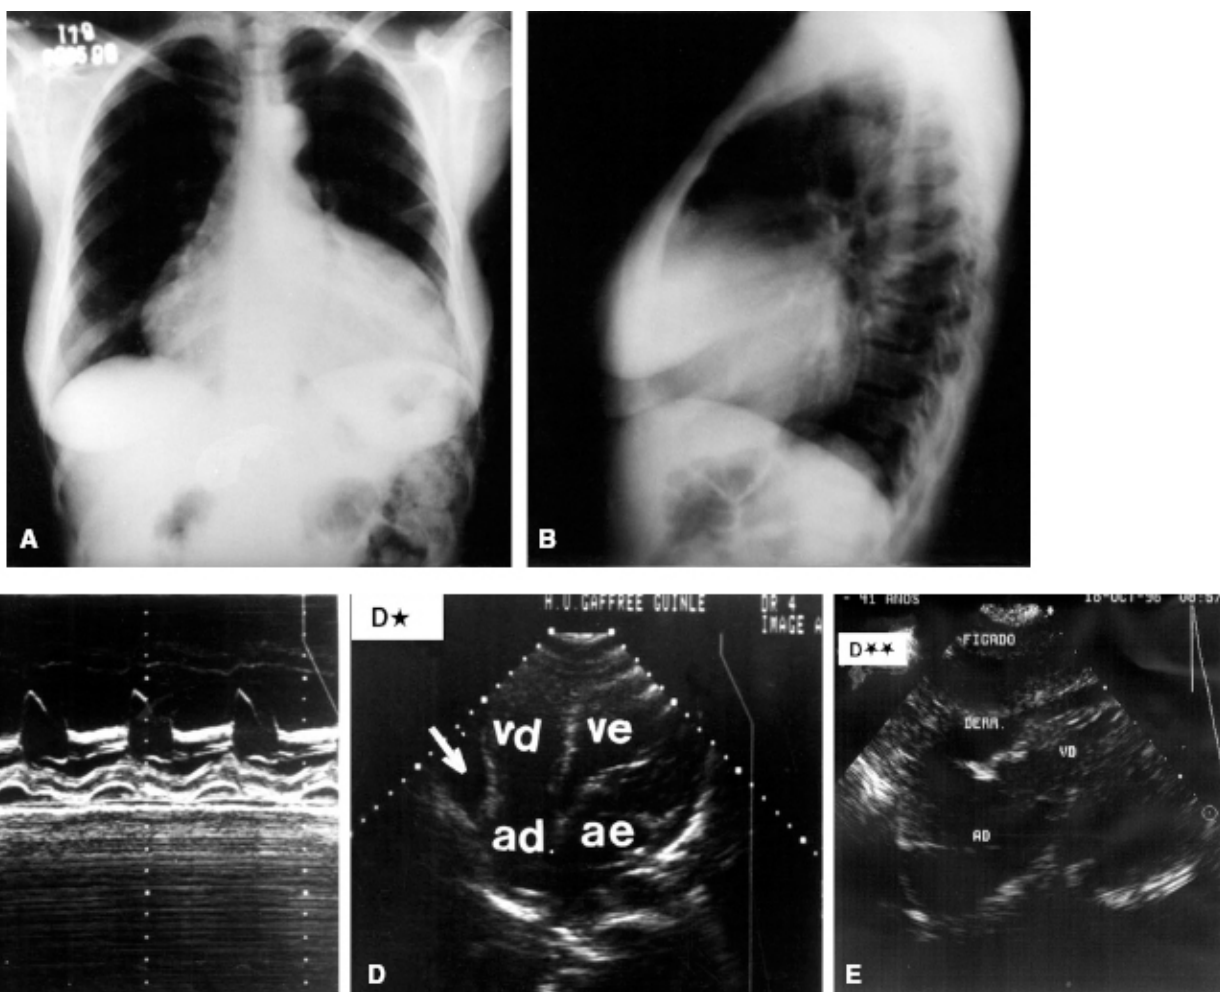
Pericardite crônica. A e B. Aumento da área cardíaca. C, D e E. Ecocardiograma evidenciando dilatação da veia cava inferior e espessamento pericárdico.
